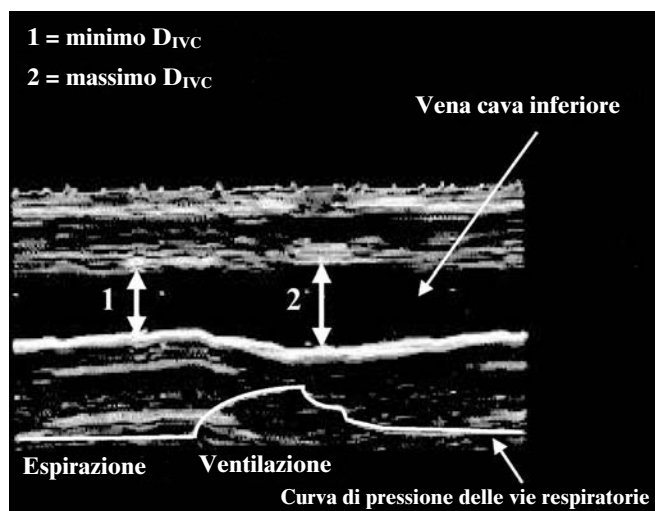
Esempio di registrazione ecografica delle variazioni respiratorie nel diametro della vena cava inferiore (D_{IVC})
